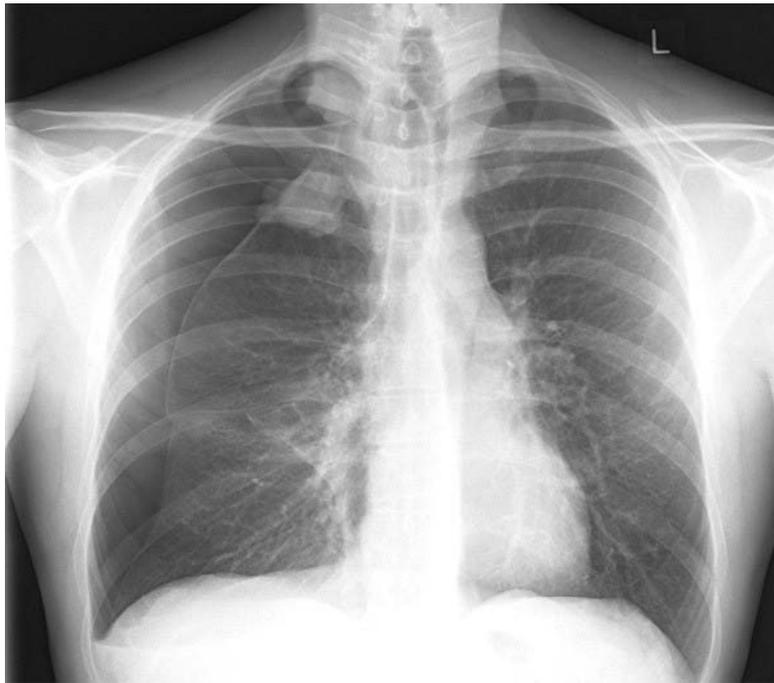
Radiographie thoracique de face objectivant un pneumothorax droit.
